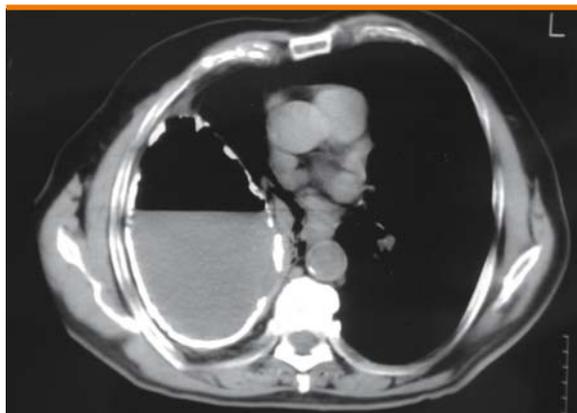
TC del torace che evidenzia un ampio empiema tubercolare fistolizzato; il liquido prelevato era positivo per il BK all'esame diretto e all'esame colturale
